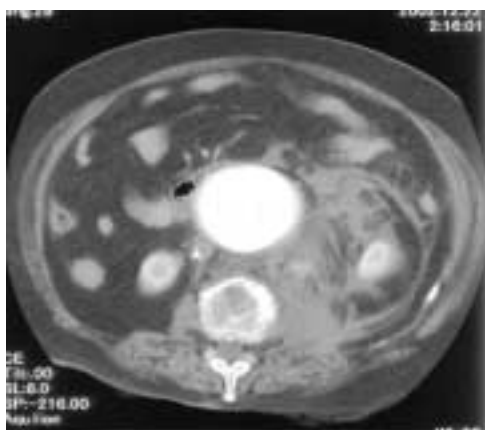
Preoperative CT of Case3
